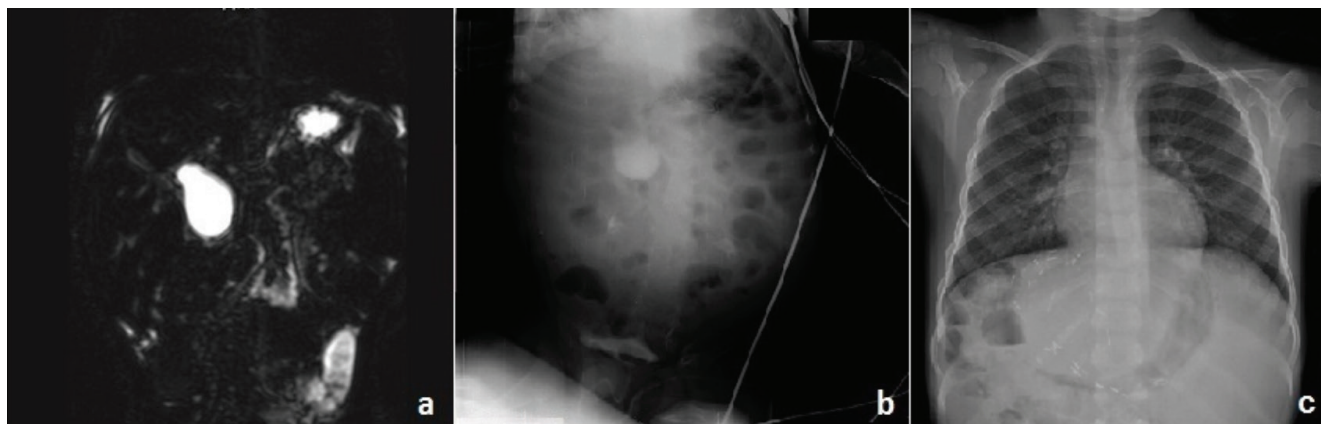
MRCP reported as a Type-I choledochal cyst (A). IOC revealing no intrahepatic and extrahepatic bile ducts (B). Abdominal x-ray showing previously inserted metallic stapler stitches for liver transplantation (C).
